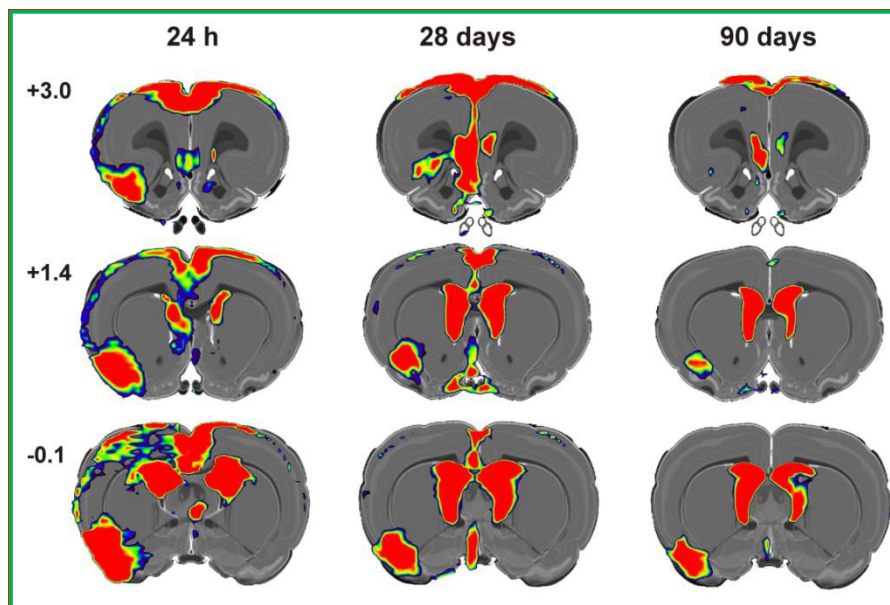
Perfusionsänderungen im MRT 24h, 28 Tage und 90 Tage nach stereotaktischer Okklusion der ACA mit ET-1-Injektionim (s.o.) bei einer Lister hooded-Ratte (Forschungsergebnisse von H. Endepols).
